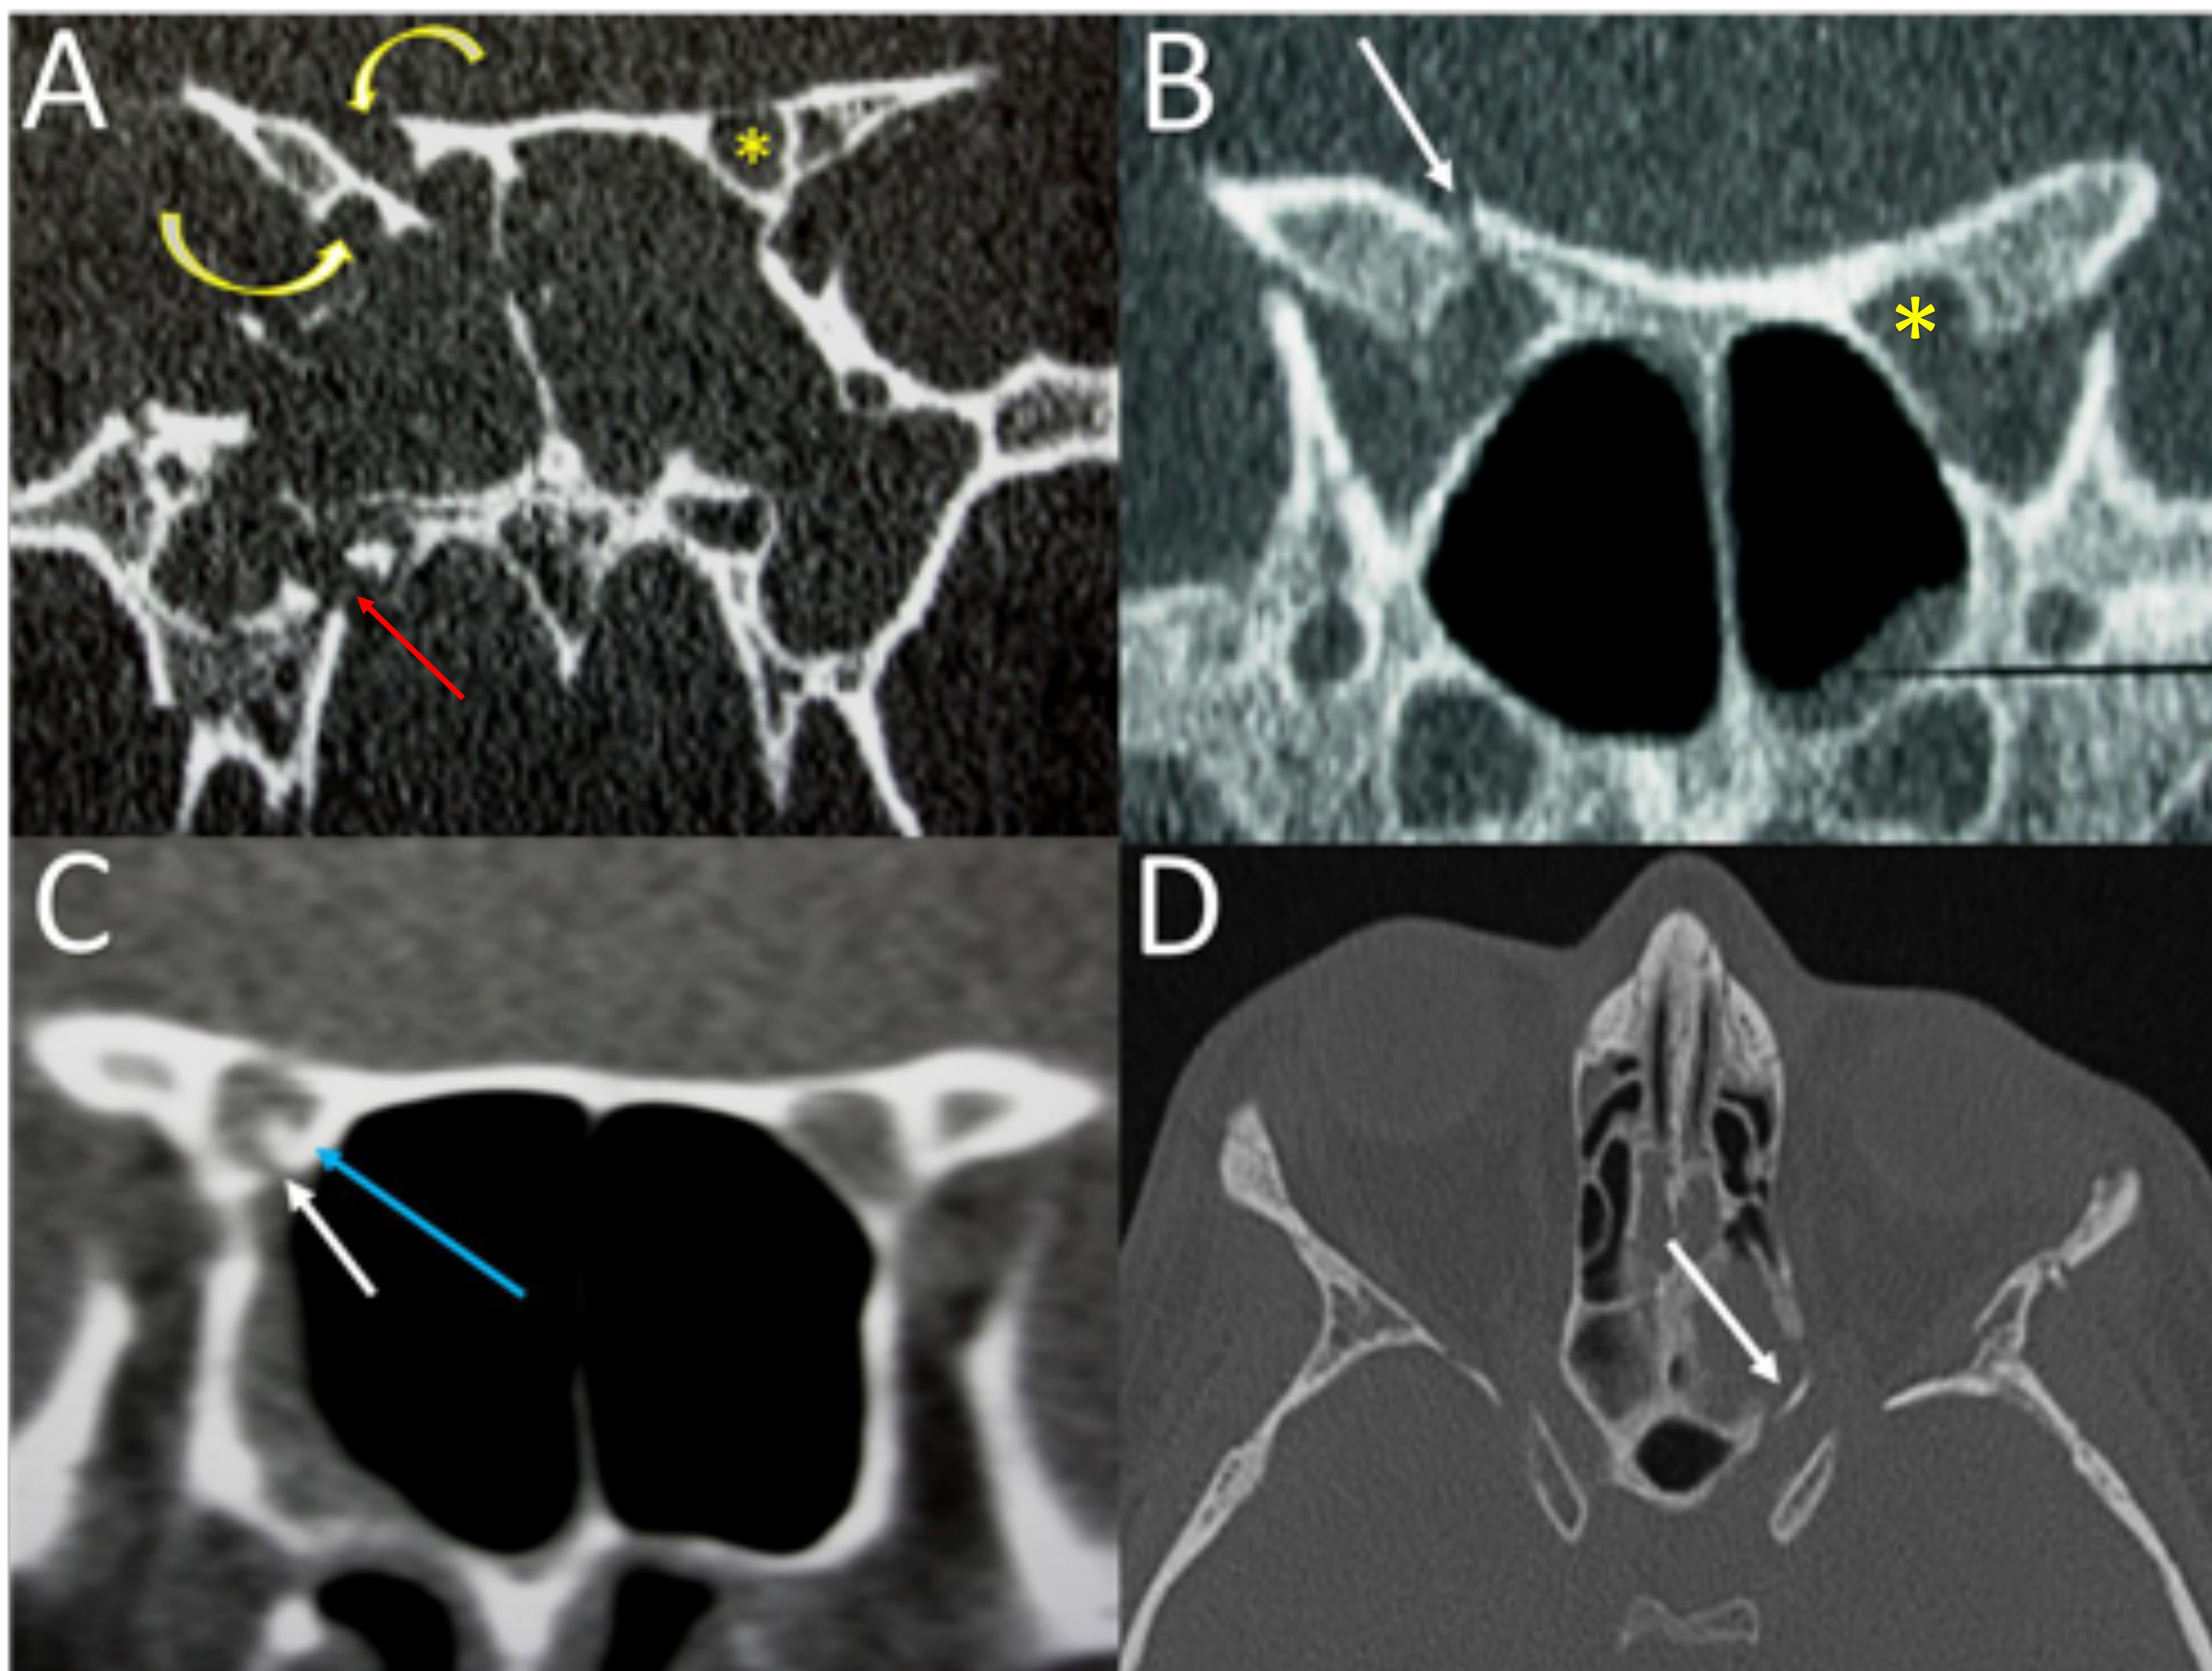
cuatro casos diferentes de fracturas asociadas con ceguera. Las figuras A y B muestran fracturas completas del canal óptico desplazadas en diferentes niveles: completas en A (tipo tijera), en el contexto de una fractura mucho más amplia (flecha roja), y moderada en B. La imagen de la TC coronal en A muestra una fractura del ala menor del esfenoides con afectación y desplazamiento del canal óptico (flechas curvas). La fractura en B está marcada con una flecha recta. Los asteriscos amarillos muestran el canal óptico izquierdo normal en ambas imágenes. C: la imagen muestra un pequeño fragmento óseo desplazado dentro del agujero óptico derecho (flecha azul) desde el borde inferior del canal óptico (flecha blanca). D: en el corte axial con ventana de hueso, se observa un fragmento óseo etmoidal desplazado posteriormente hacia el canal óptico izquierdo (flecha blanca).
